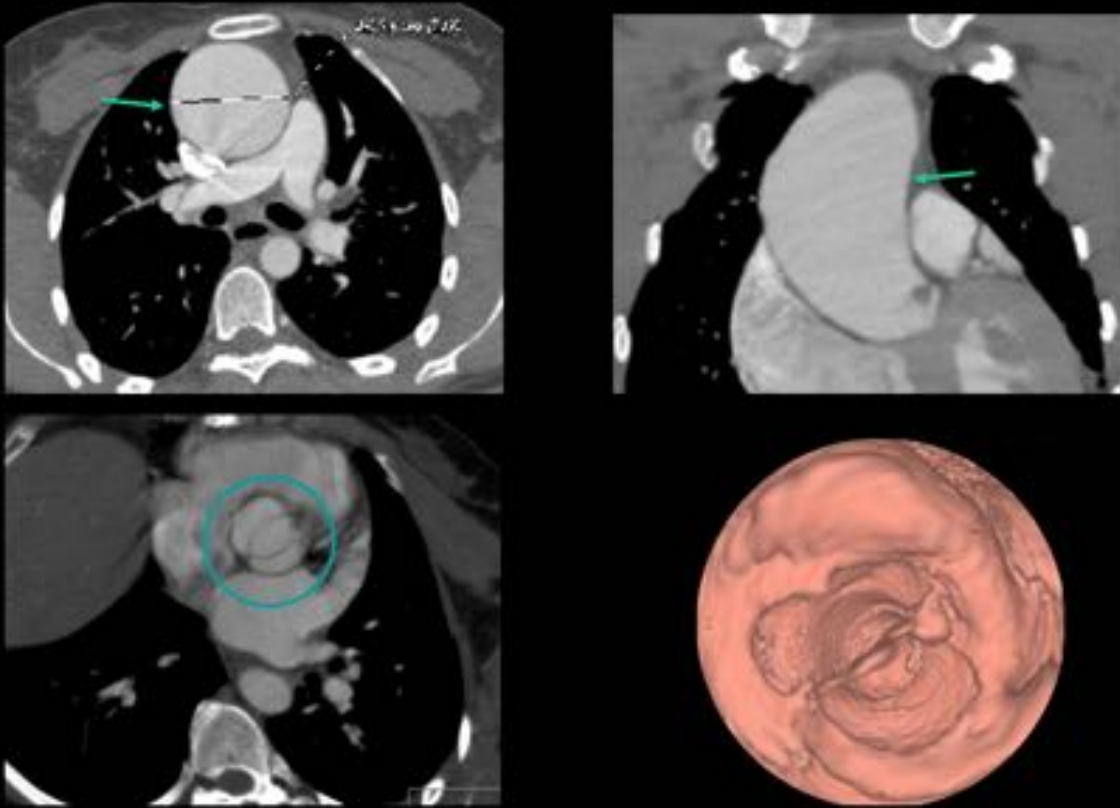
TC: Flechas: aneurisma de aorta torácica. Círculo: válvula aórtica bicúspide abierta («en boca de pez»). Abajo derecha: visión endoscópica 3D de válvula bicúspide.
